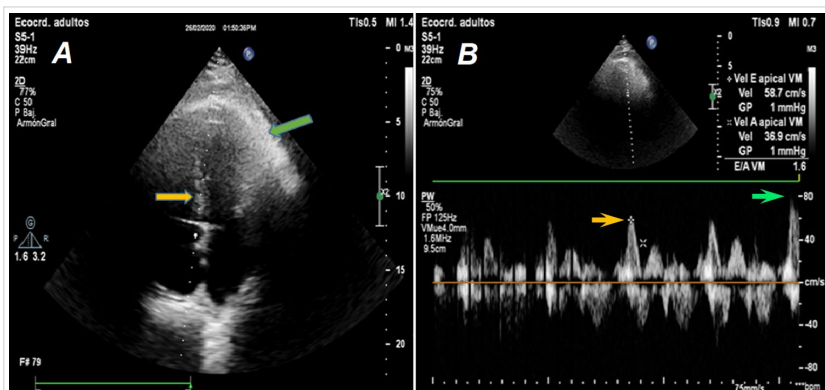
Ecocardiograma transtorácico bidimensional y Doppler. A. Rebote septal (flecha naranja) con movimientos respiratorios y engrosamiento pericárdico (flecha verde). B. Flujo-jograma Doppler mitral con onda de llenado rápido (onda E) y variación mayor del 25% durante ciclo respiratorio: inspiración (flecha naranja) y espiración (flecha verde).
